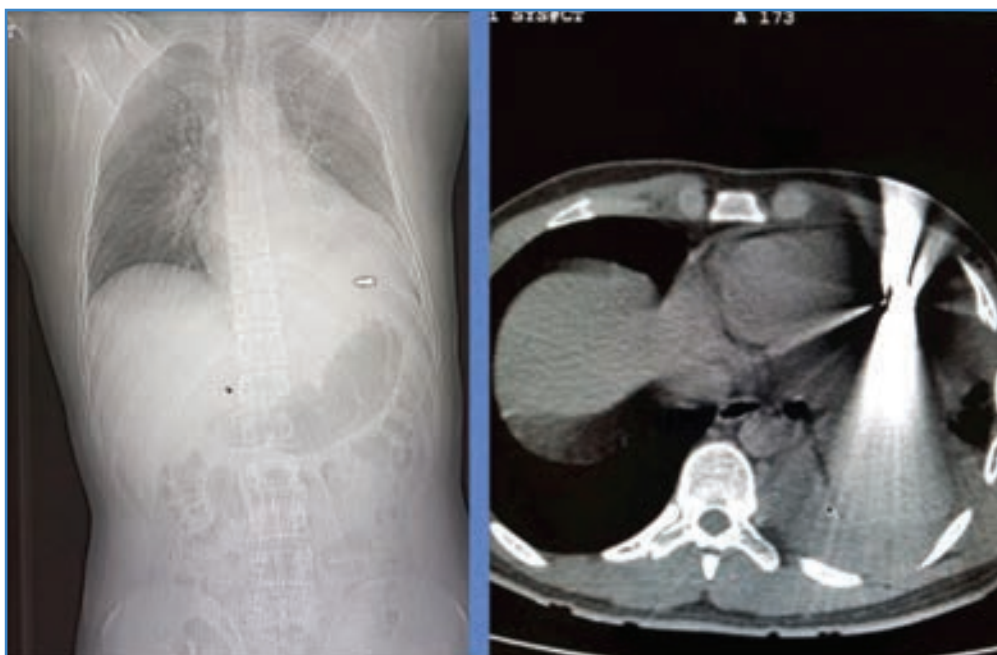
Radiografía de tórax con proyectil en hemitórax izquierdo y tomografía de tórax con proyectil adyacente al ventrículo izquierdo.
